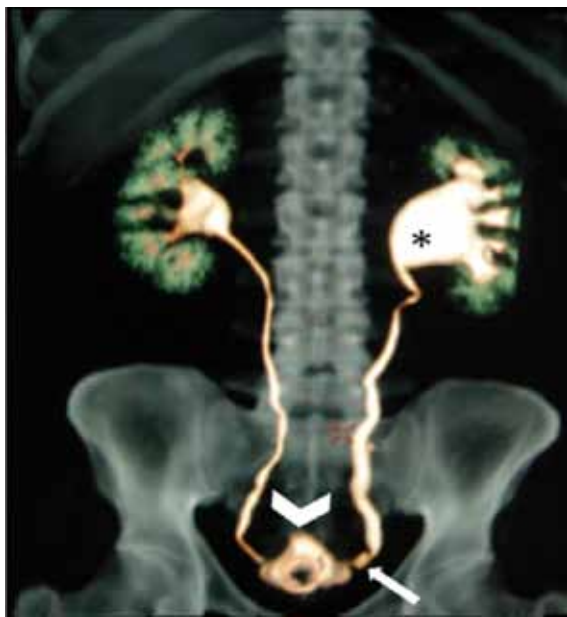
Reconstrucción volumétrica (volumen rendering) de urotomografía en fase de eliminación de una joven de 19 años de edad. Se evidencian dos estenosis segmentarias cortas del uréter distal izquierdo (flecha) con dilatación proximal e hidronefrosis secundaria (asterisco); además, disminución de la capacidad vesical con irregularidad de su contorno (cabeza de flecha) por tuberculosis vesical y ureteral izquierda.
